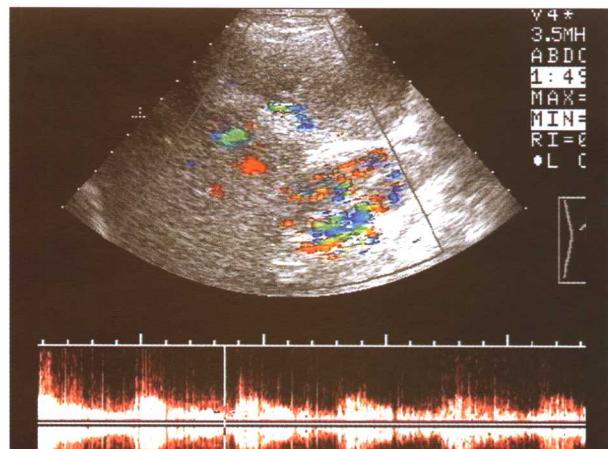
注射 Levovist 造影剂后脉冲多普勒超声
